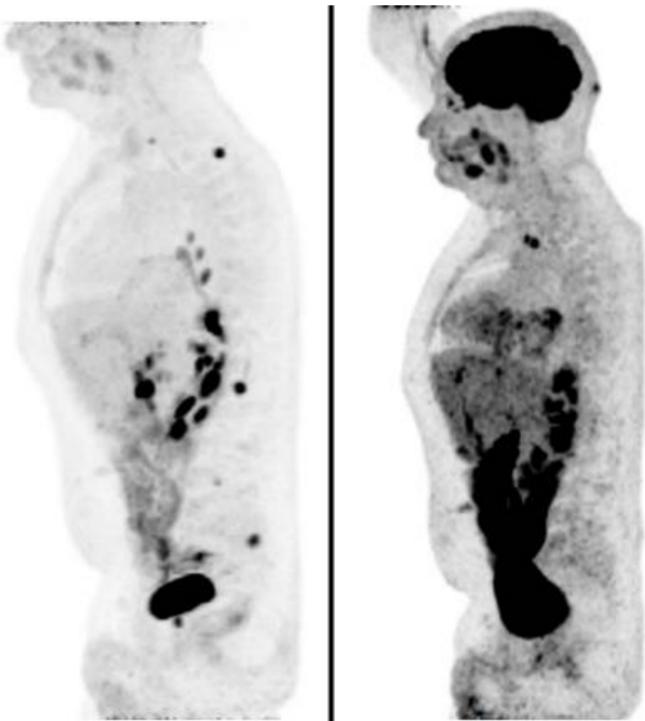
PET-TC realizado al diagnóstico (izquierda) con captación a nivel óseo - 3^{er} arco costal derecho, L1, L4 - y ganglionar. A la derecha se observa el PET-TC realizado tras el tratamiento, con respuesta completa de las lesiones óseas y respuesta parcial a nivel ganglionar. Se aprecian adenopatías hipermetabólicas en axila derecha justificable por antecedente de vacunación COVID-19 en dicho brazo.
